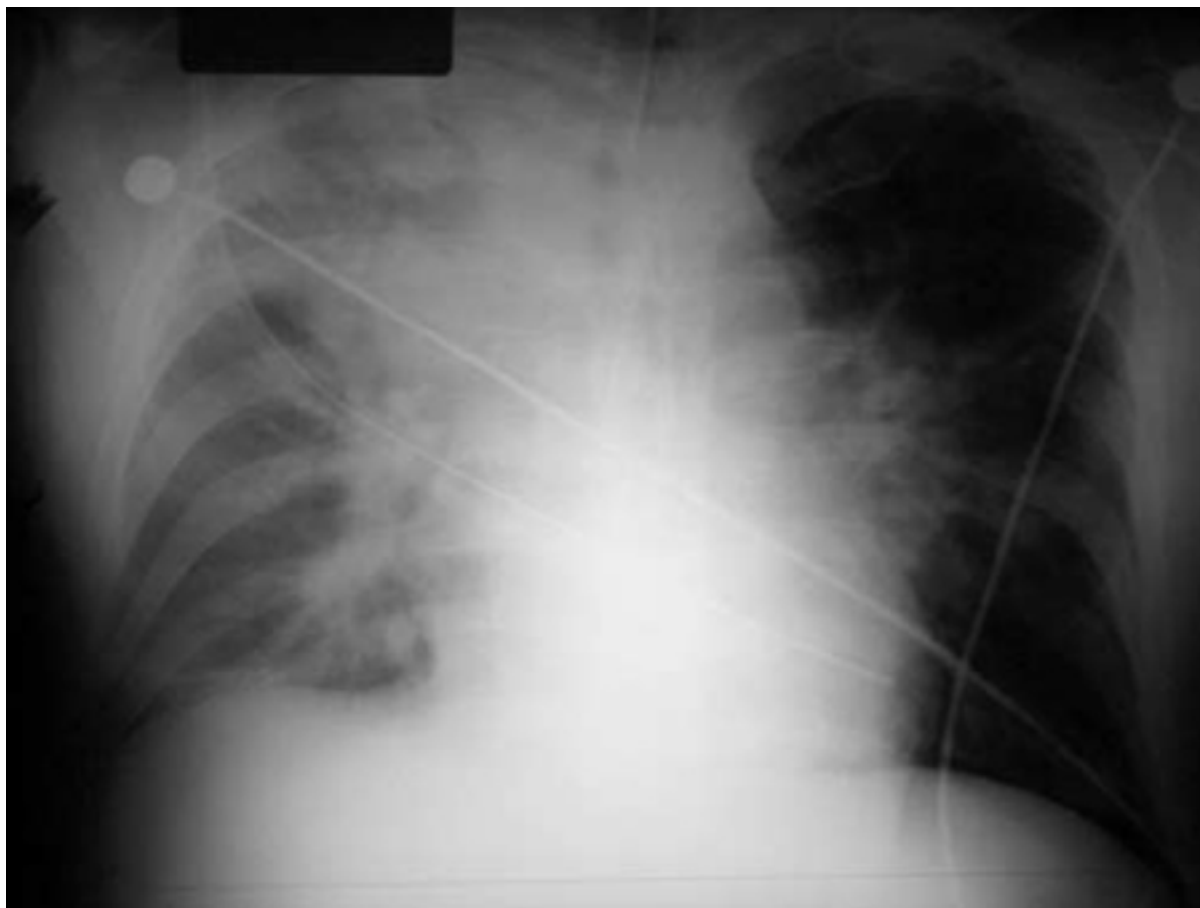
Achados da radiografia torácica de antraz por inalação
